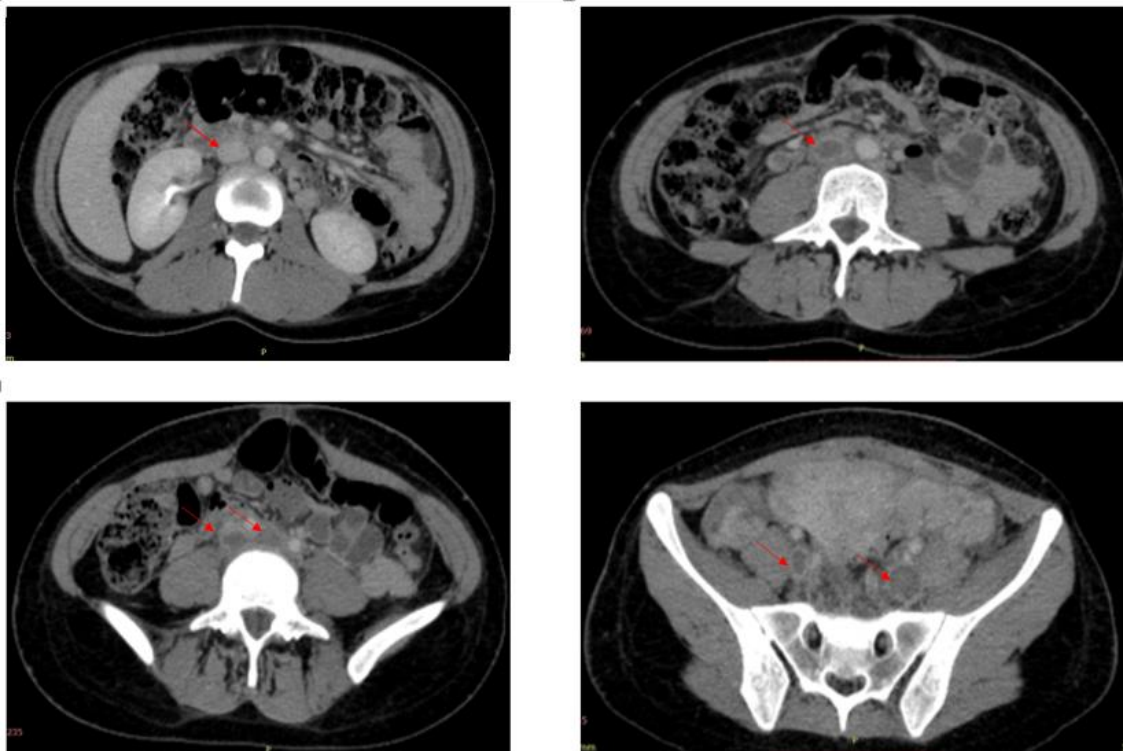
TC de pelve com contraste na fase portal. Extensa trombose venosa na porção infrarrenal da veia cava inferior, nas veias ilíacas comuns externas e internas, nas veias femorais comuns, bilaterais, na veia ovariana direita associada a edema nos planos adiposos da região pélvica.
